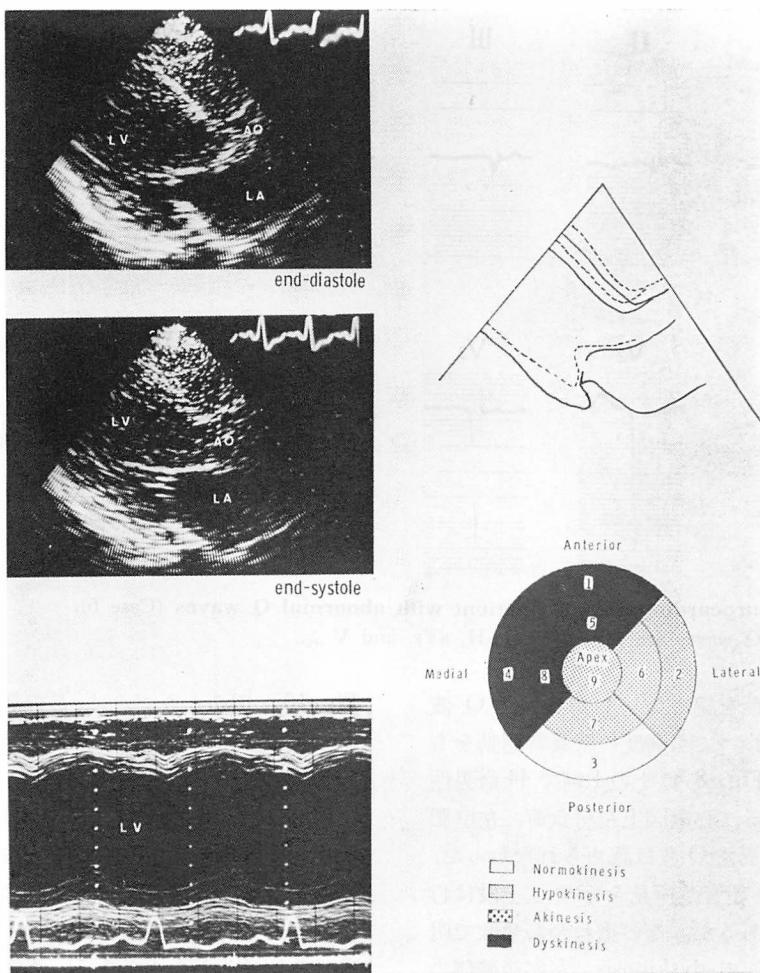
Echocardiogram of a patient with complete left bundle branch block (Case 4).
